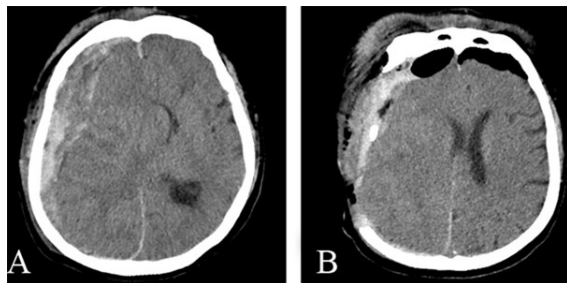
右侧额颞顶急性硬膜下血肿并脑疝硬通道穿刺术联合标准大骨瓣减压术前后颅脑 CT
